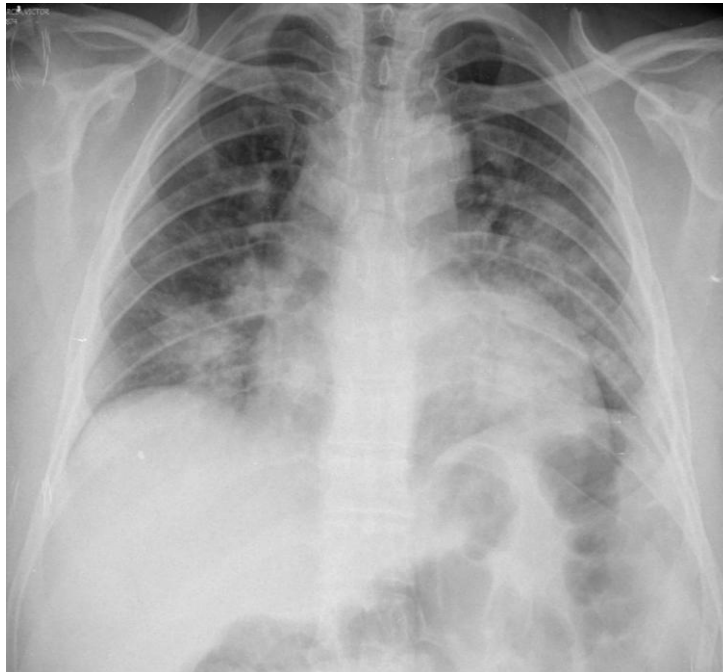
Masculino de 42 años, en la radiografía de tórax en AP, en la que se observan zonas de consolidación multifocal, mal delimitadas que tienden a la confluencia, con broncograma aéreo, de predominio en lóbulos inferiores.
